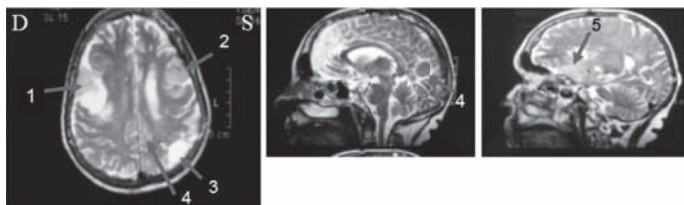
МРТ головного мозга. Пояснения в тексте.
